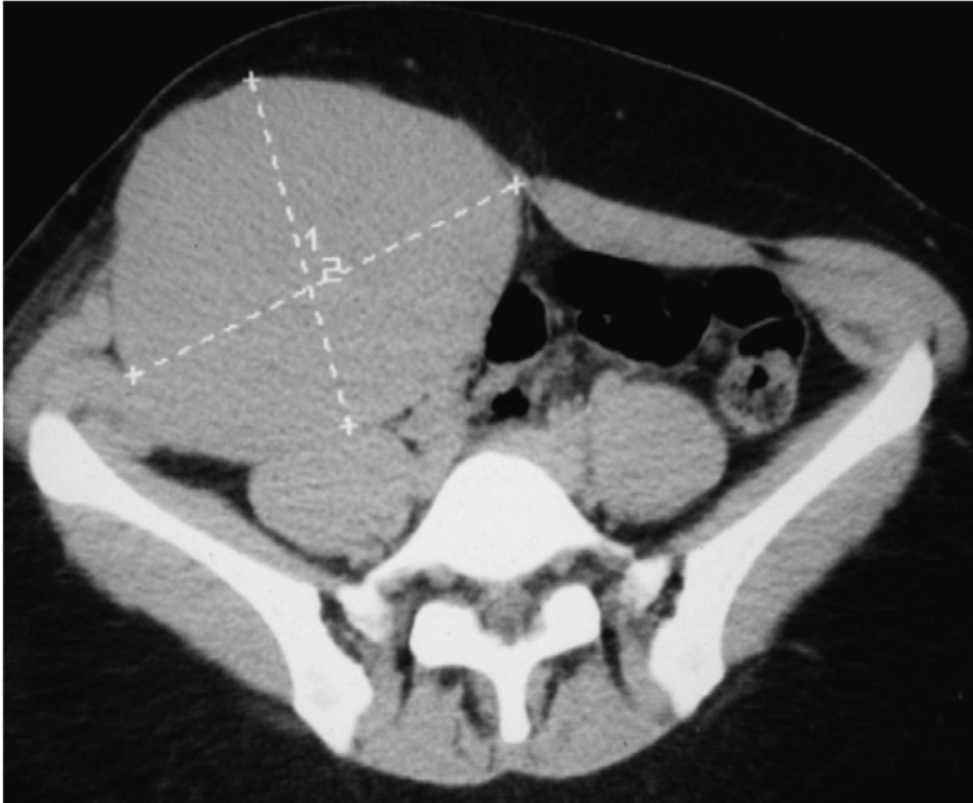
Aspect TDM d'une TD de la paroi abdominale isodense, aux dépens des muscles droit et obliques.
